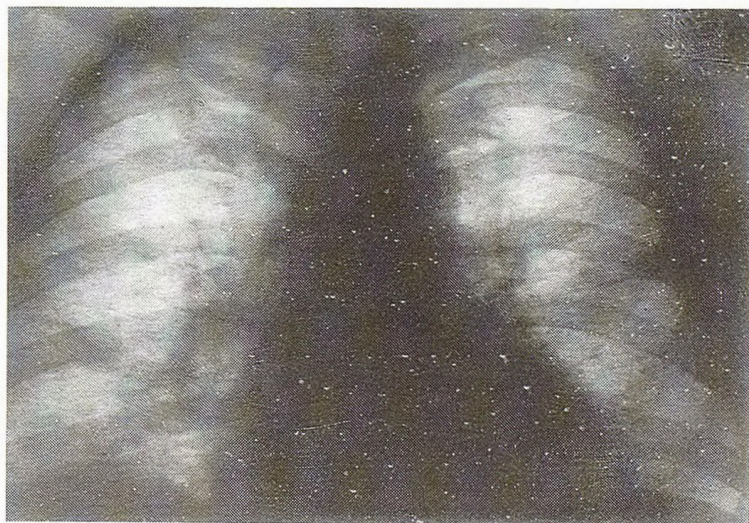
Обзорная рентгенограмма грудной клетки больного 3-н до лечения
